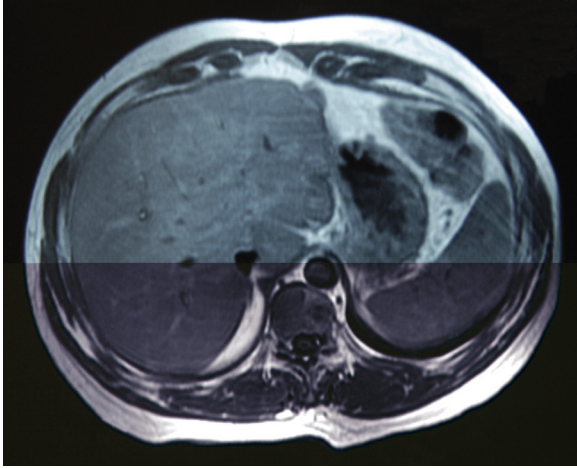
Resonancia magnética realizada 2 años después de la resección hepática mostrando ausencia de enfermedad metastásica.
